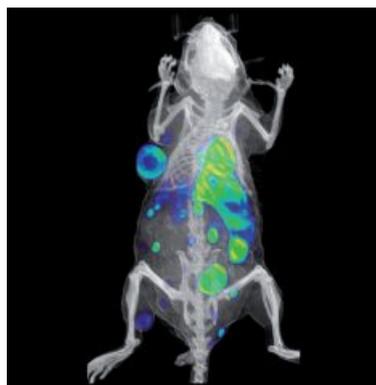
Imagen de PET (tomografía por emisión de positrones) y CT (tomografía computerizada) de un modelo de melanoma de ratón. Las zonas coloreadas muestran la captación de ¹⁸F]-fluorodesoxiglucosa por los tumores, visualizada por PET, sobre la estructura anatómica del ratón obtenida por CT.
